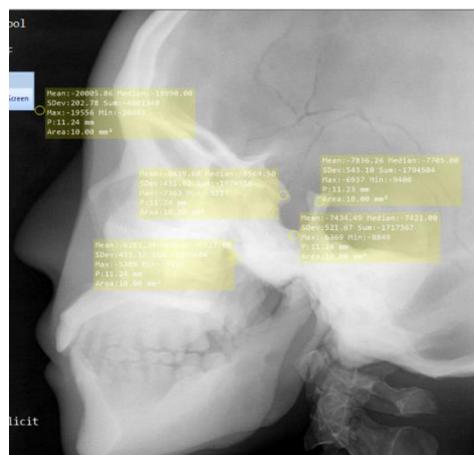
6 Hasil Radiograf *Sella Turcica* Proses *Zooming* Pada CR Sampel E
